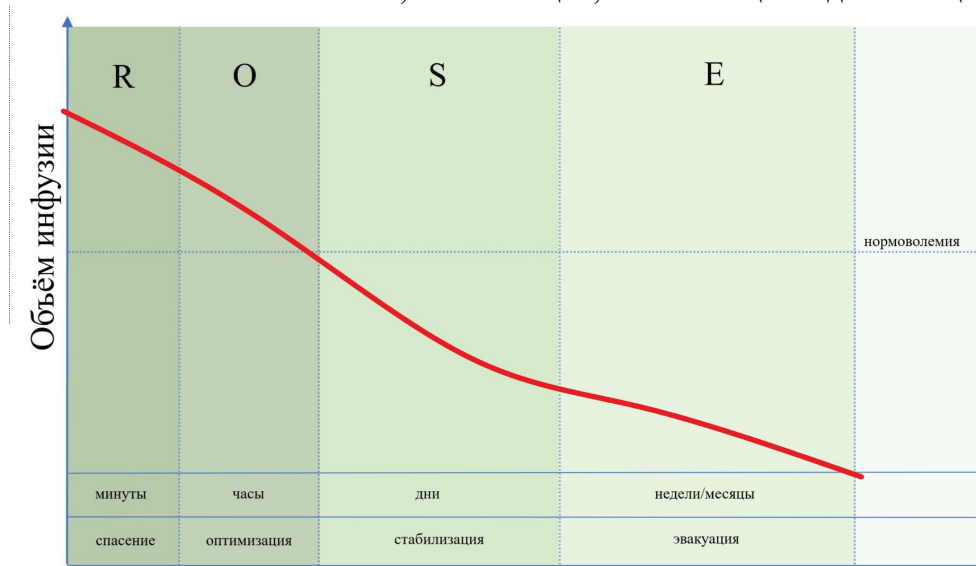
Интенсивность инфузии в зависимости от фаз течения критического состояния
